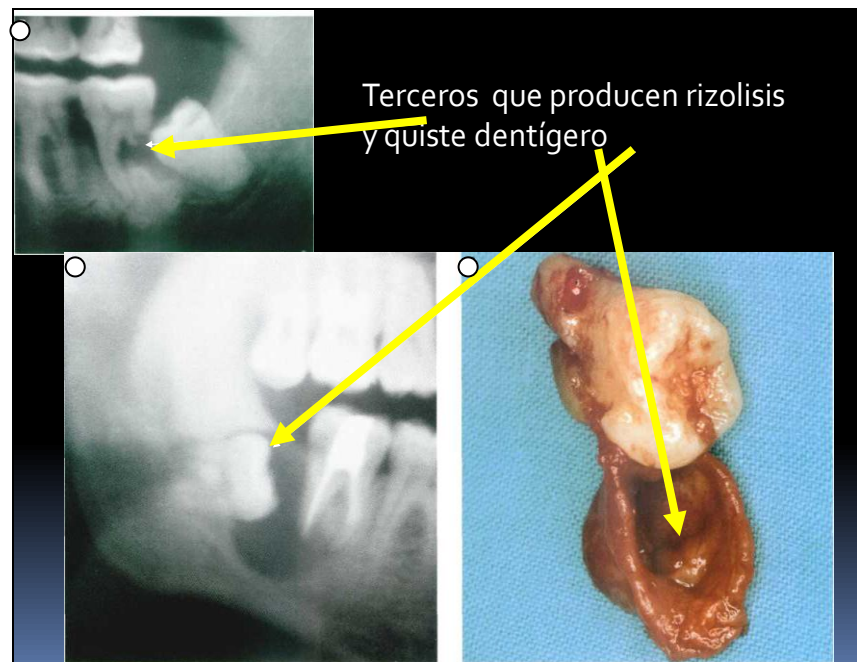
Radiografía y pieza operatoria con la presencia de un quiste. El tercer molar y el quiste producen rizólisis (resorción) del diente contiguo.
